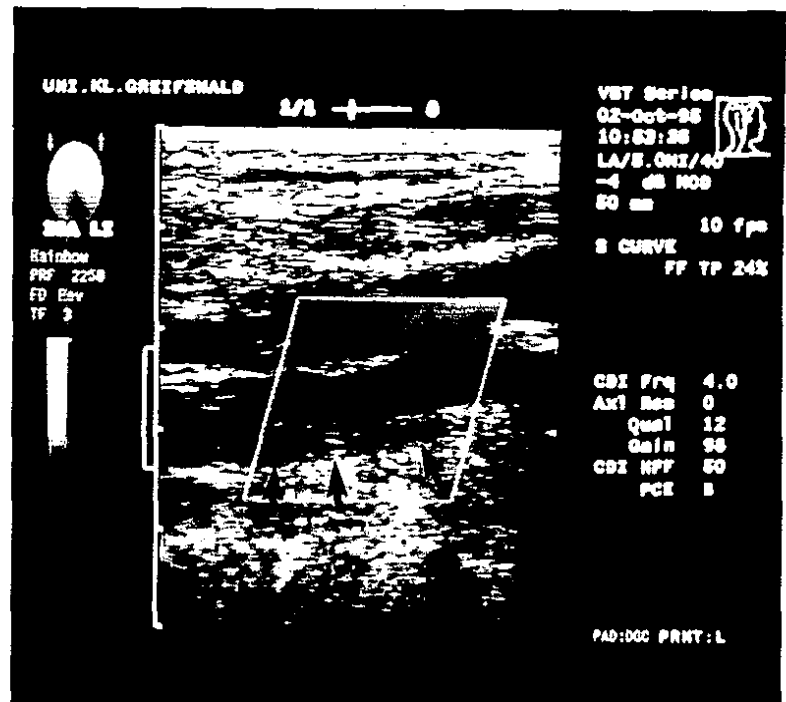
Farbkodierte Duplexsonographie: Ab Abgang der A. carotis interna rechts Nachweis einer Einblutung in die Gefäßwand im Sinne eines Dissekat (Pfeile).
